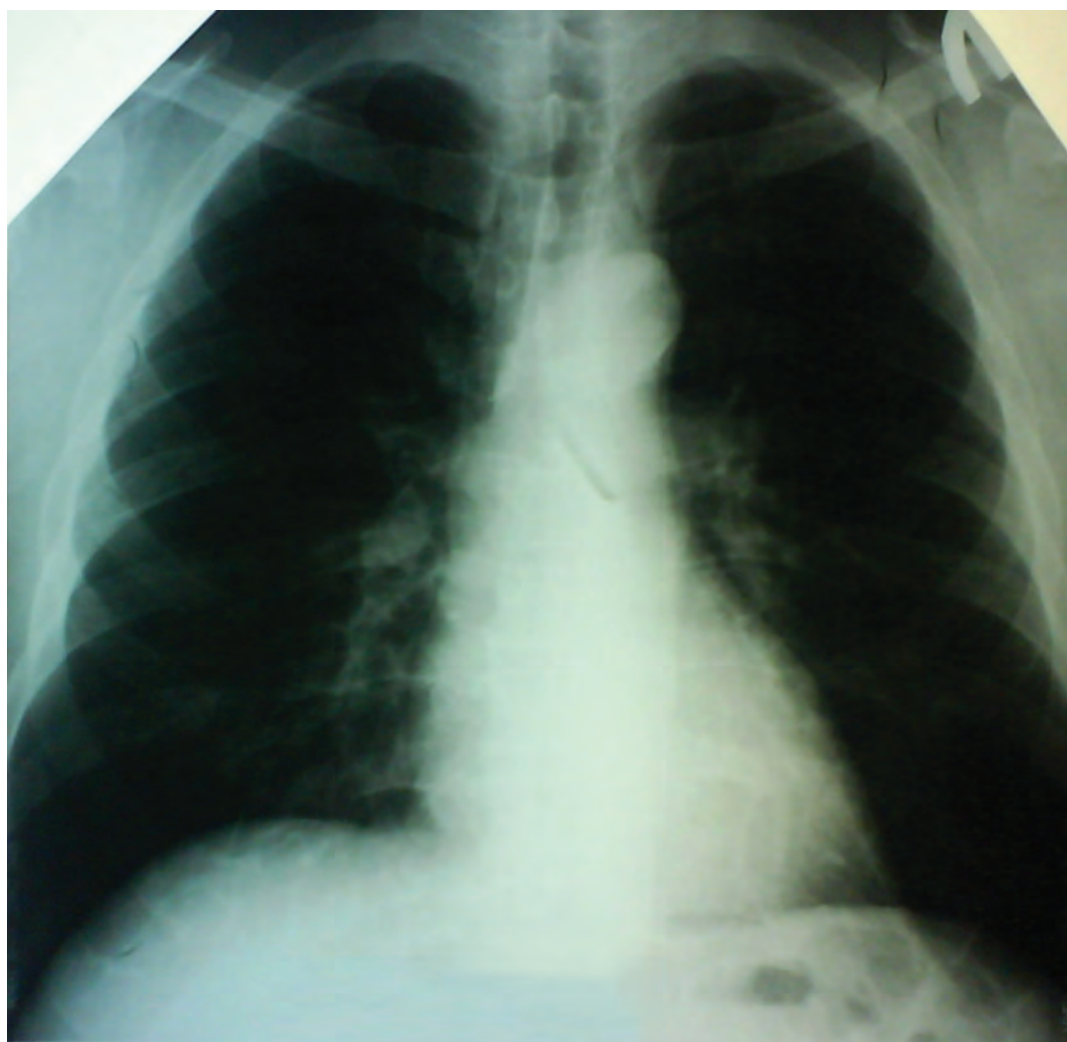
Рентгенограмма больного П. на 12-е сут заболевания (рецидив ОИМ)
